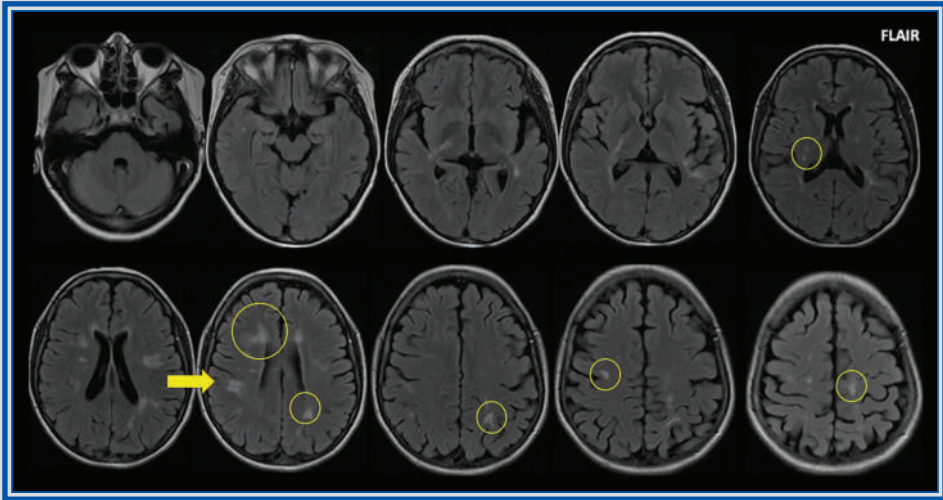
Capítulo 30. Resonancia magnética de cerebro en secuencias FLAIR, con hiperintensidades yuxtacorticales y en sustancia blanca profunda, confluentes, de distribución difusa y asimétrica, algunas de ellas con afectación perpendicular al sistema ventricular.
